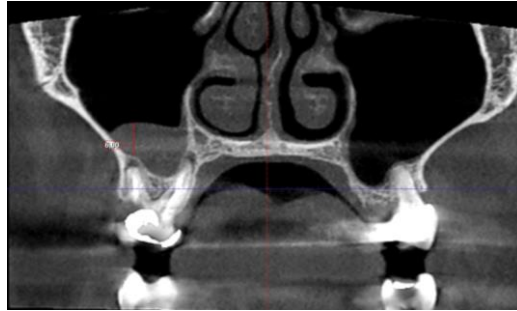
Corte coronal donde se ha realizado la medición del engrosamiento sinusal asociado a la patología periapical del diente 1.6, la patología periapical afectaba tanto a las raíces vestibulares como palatina.
